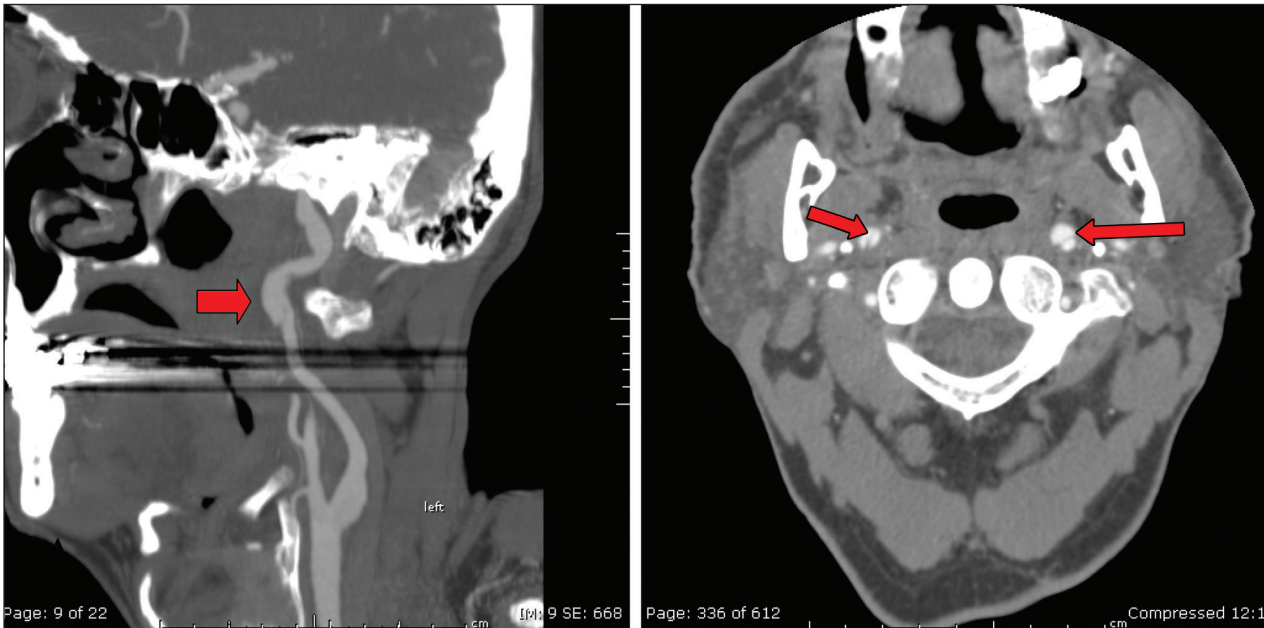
A: Angiografia por tomografia computadorizada (ATC) do pescoço demonstrando pseudoaneurisma da artéria carótida interna esquerda no segmento cervical distal; B: ATC prévia do mesmo paciente demonstra dissecção bilateral das artérias carótidas internas.
